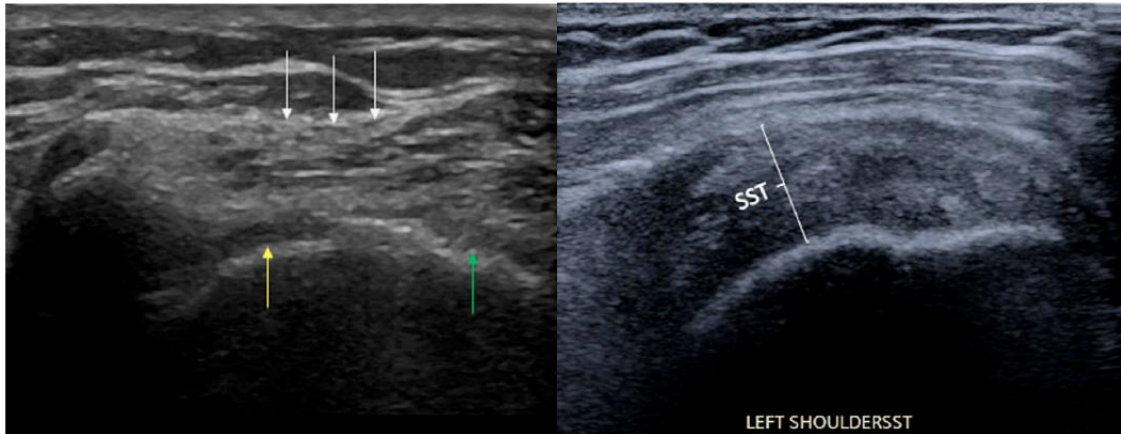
Ultrasonido de Hombro: A la izquierda muestra desgarro masivo que afecta los tendones supraespinoso (flecha amarilla) e infraespinoso (flecha verde). A la derecha: Tendinosis moderada sin desgarros (34).
